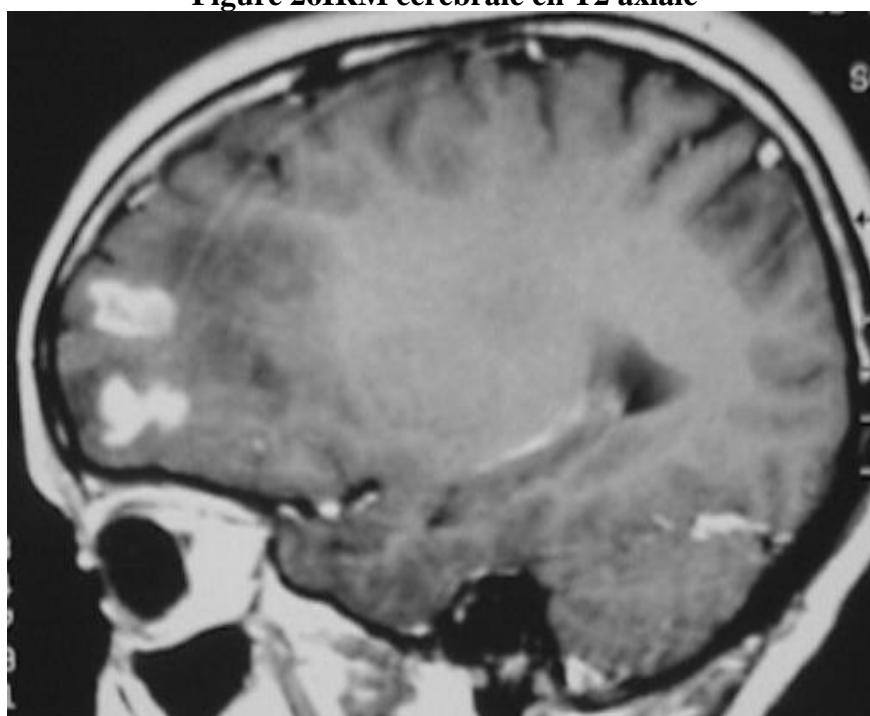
IRM en T1 injectée Gadolinium, coupe sagittale.
